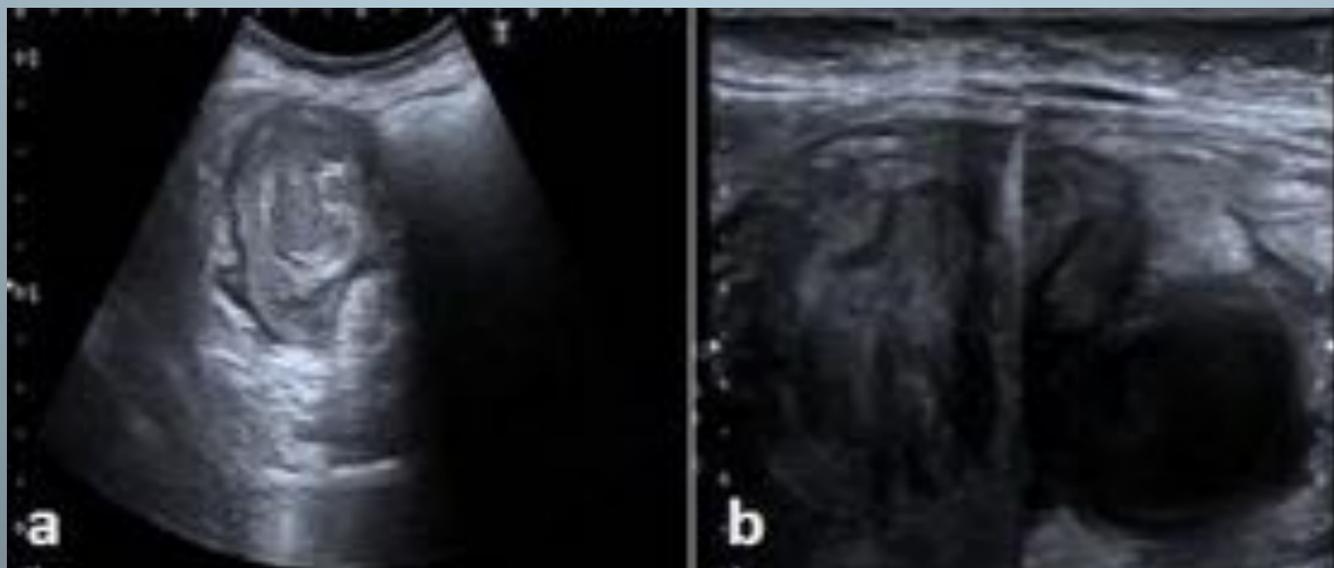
Adenocarcinoma de ciego invaginado con extensión ileal y apendicular. Paciente con dolor en FID, leucocitosis y neutrofilia. Ecografía urgente con imagen de invaginación en FID corte axial (a) y longitudinal (b). Severa dilatación apendicular. Radiología. Hospital Medina del Campo – Valladolid/ES.
